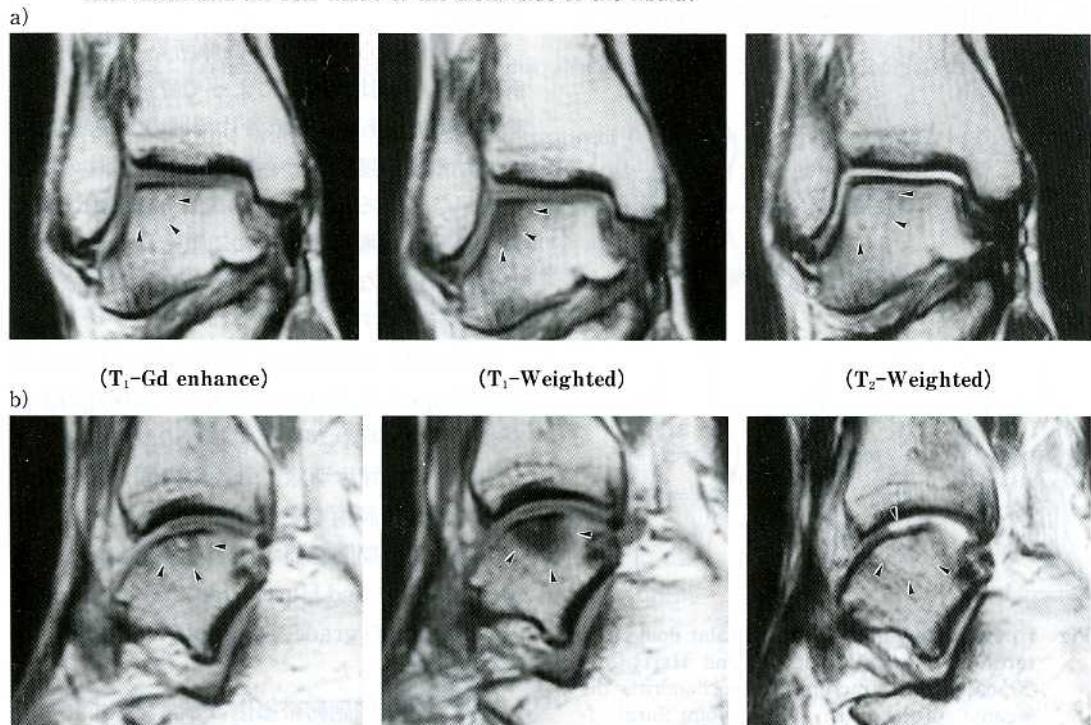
a-coronal view, b-sagittal view) MRI shows a remaining of an intensity change of the anterolateral aspect of the taler dome, after 9 months.
